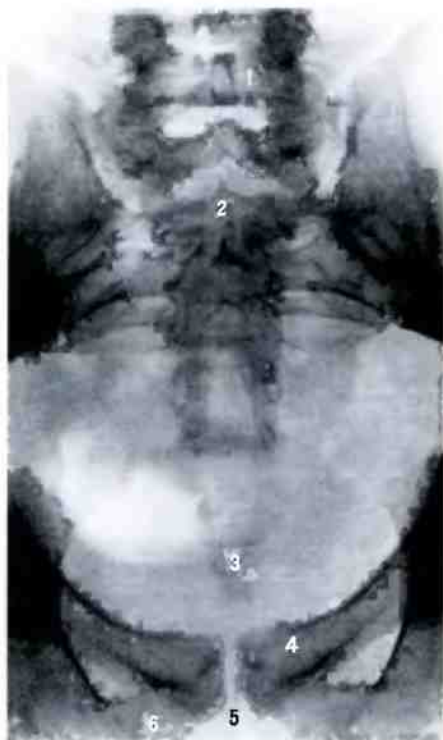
Крестцовая и копчиковая части позвоночного столба (рентгенограмма).
